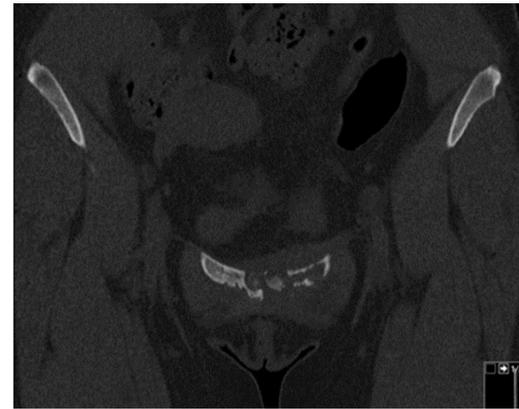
Corte coronal de estudio TC mostrando destrucción de sínfisis púbrica.
